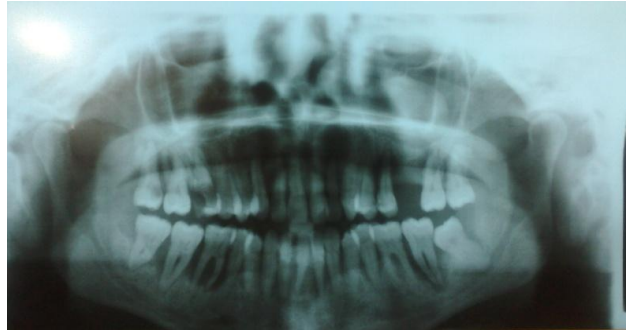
Radiografía panorámica caso 1
